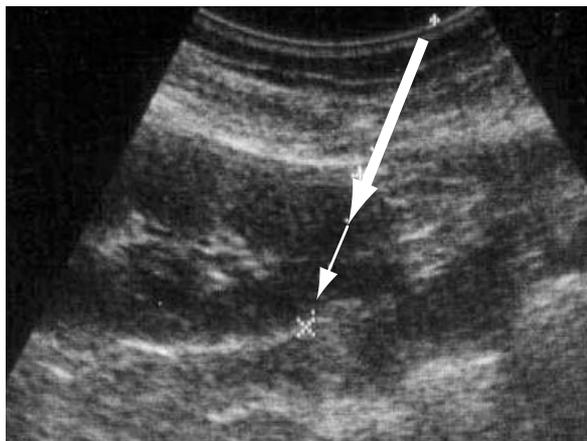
コンベックスタイプ超音波端子を用いたの術前超音波探査像3
